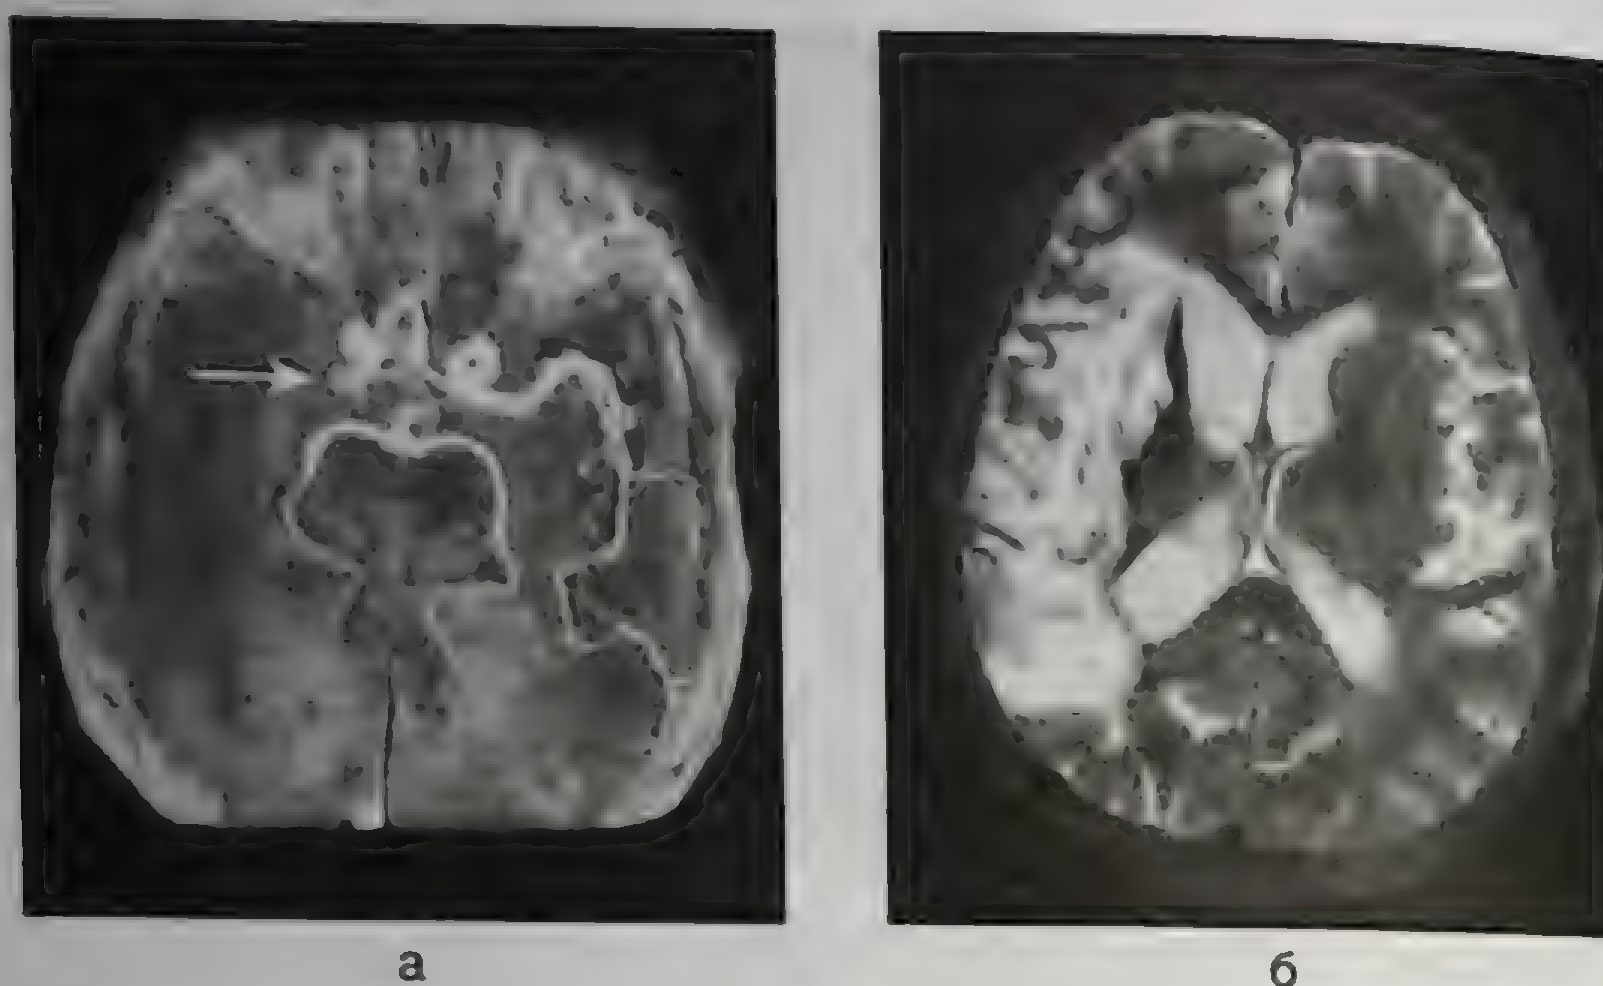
Тромбоз правой средней мозговой артерии: а — окклюзия правой средней мозговой артерии вблизи бифуркации сонной артерии (указана стрелкой), магнитно-резонансная ангиограмма; б — обширная зона инфаркта в бассейне правой средней мозговой артерии; магнитно-резонансная томограмма
